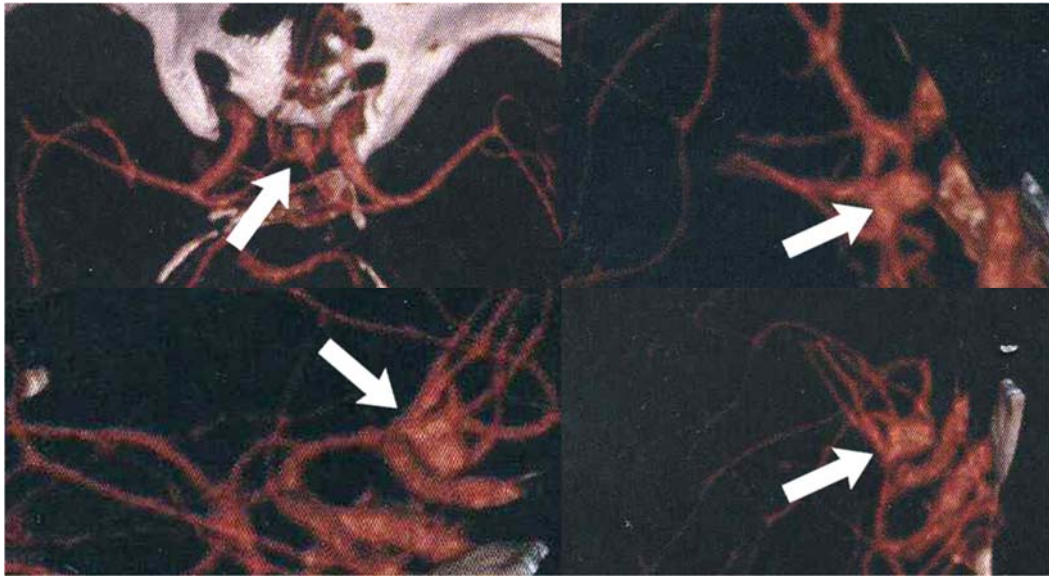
Пациент П., 44 года. Первая СКТ-АГ сосудов головного мозга, визуализирована мешотчатая аневризма ПСА (белая стрелка)
